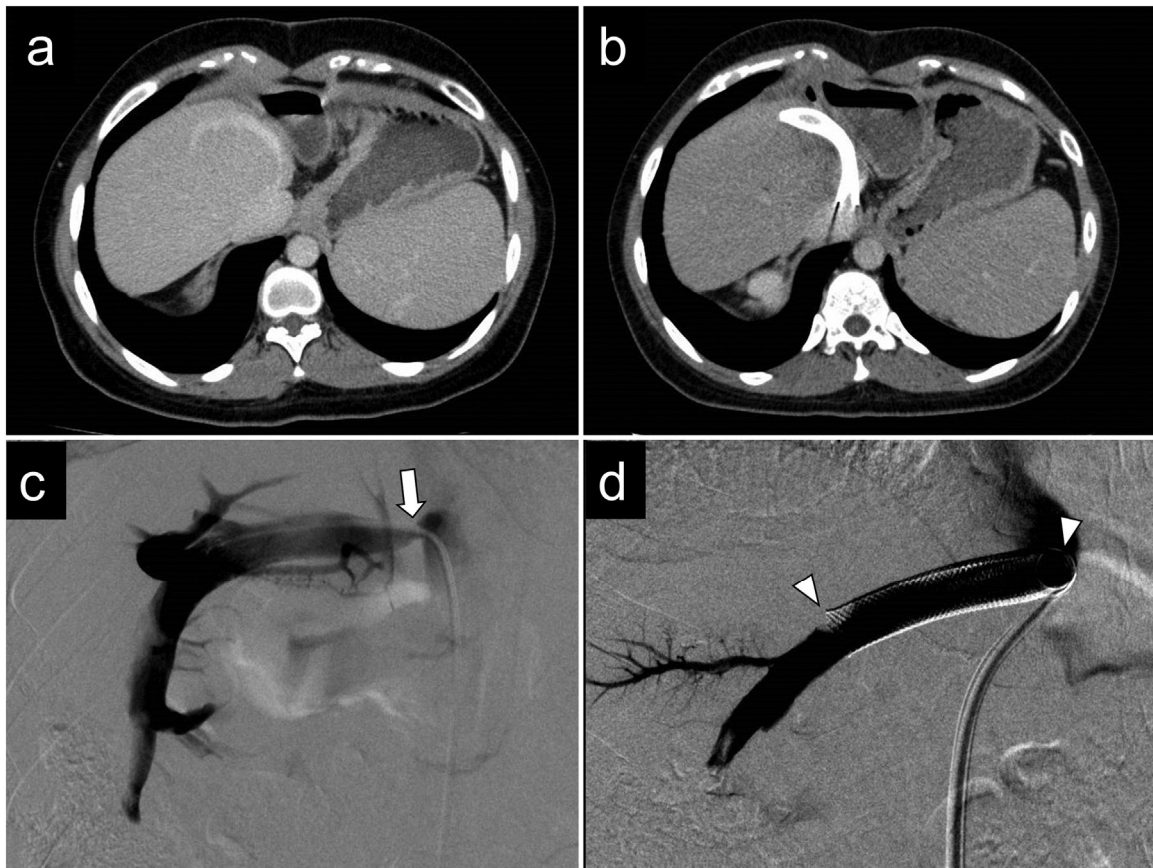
A representative case of stent implantation in the hepatic vein. (A) The contrast-enhanced computed tomography showed stenosis at the anastomotic site due to stretching of the right hepatic vein (RHV) and the attached venous patch in the right lateral sector graft. (B) The contrast-enhanced computed tomography obtained after the procedure shows the implanted stent in the RHV. (C) The white arrow indicates stenosis at the anastomotic site of the RHV of the right lateral sector graft. (D) Two white arrowheads indicate the implanted stent (69 mm in length and 10 mm in diameter).
